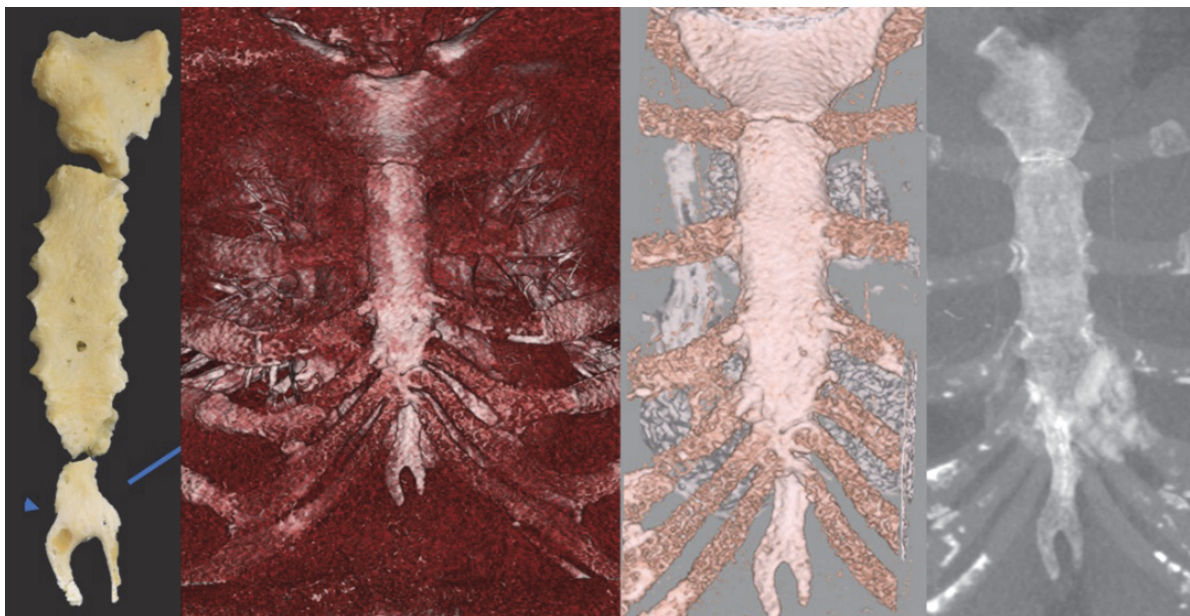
Tomografía de abdomen con reconstrucción 3D.
